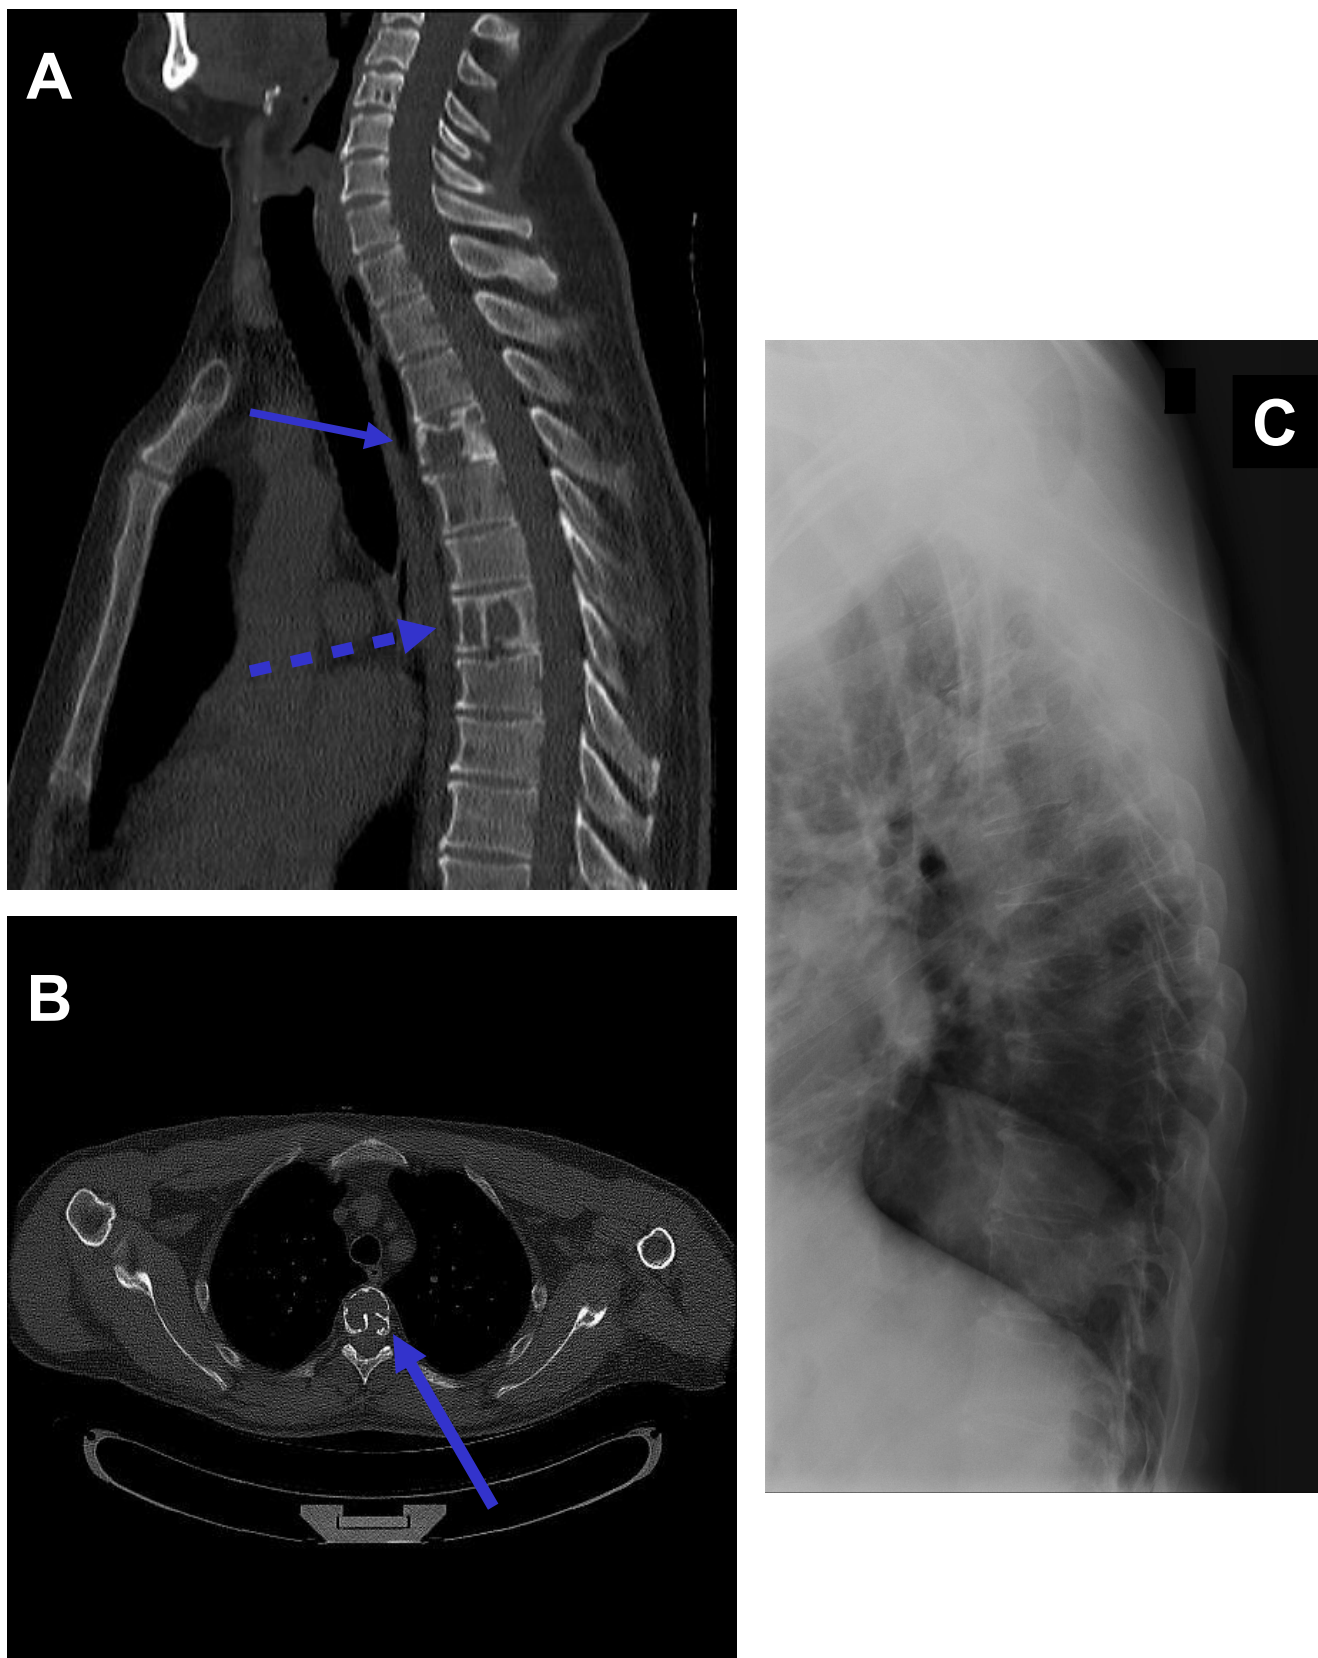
Diagnostik am Achsenskelett. Osteolytische Herdbefunde (—►, •••►) an der BWS lassen sich mittels sagittaler MPR (A) und axialen CT-Bildern (B) detektieren, während die konventionelle Radiographie durch Überlagerungsphänomene geprägt ist und die Läsionen nicht eindeutig zeigt.
